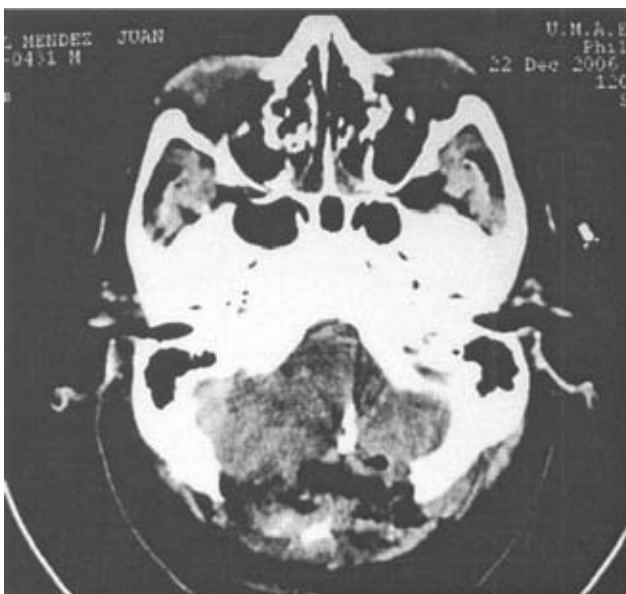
TAC de control después de 12 horas posclipaje.
